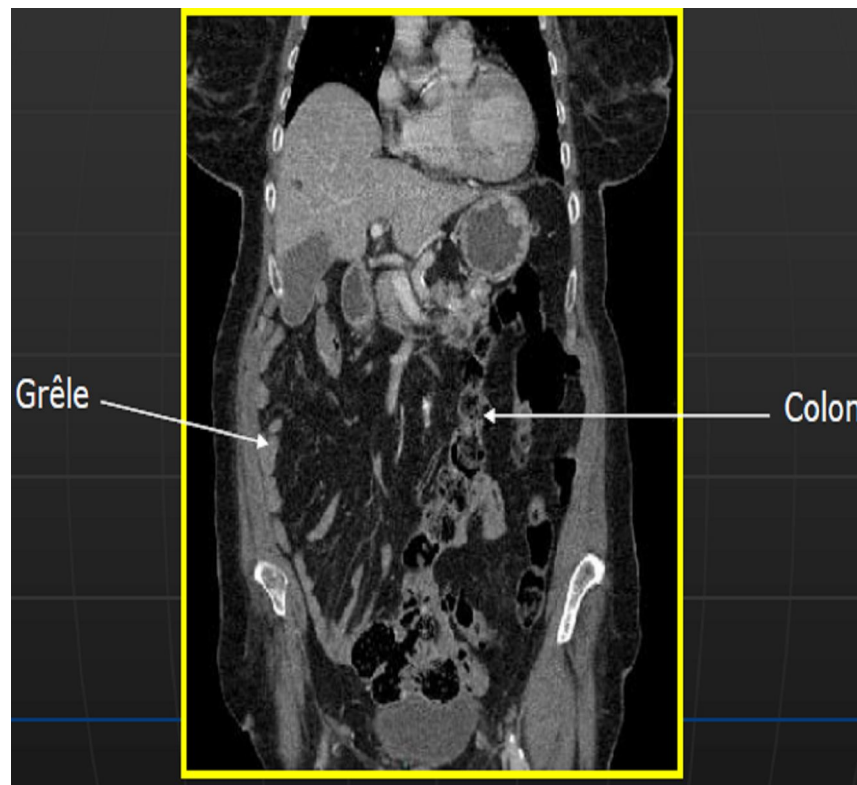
TDM reformatage coronal disposition gauche du colon et droite du grêle. [77]
